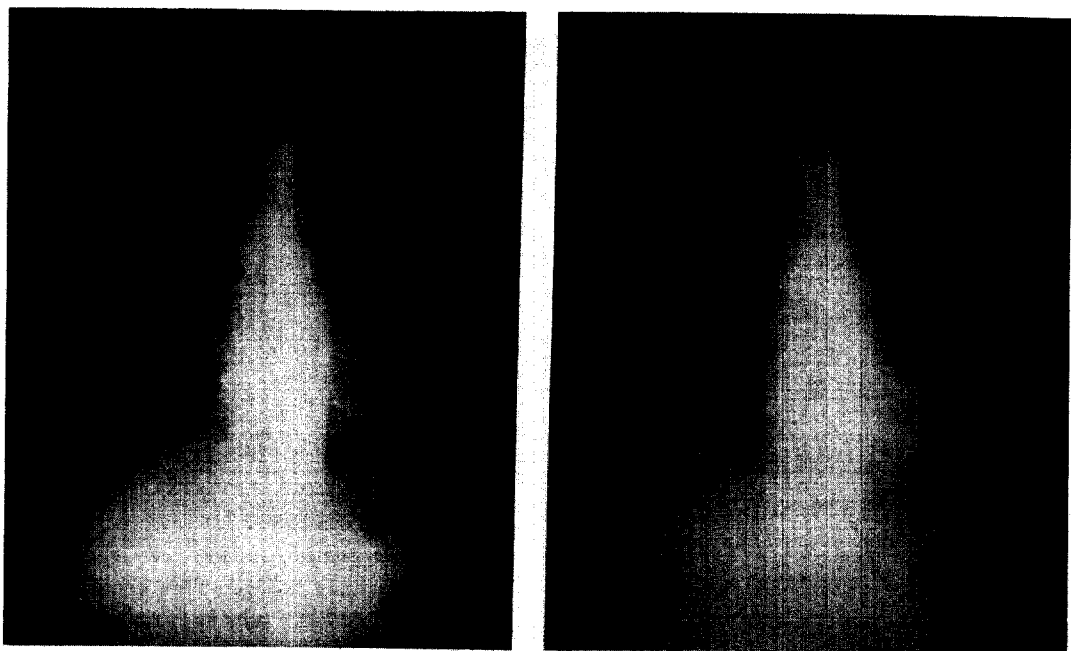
Preoperative Chest X-ray at 3 yrs(A) and 1 wk(B) before operation.
